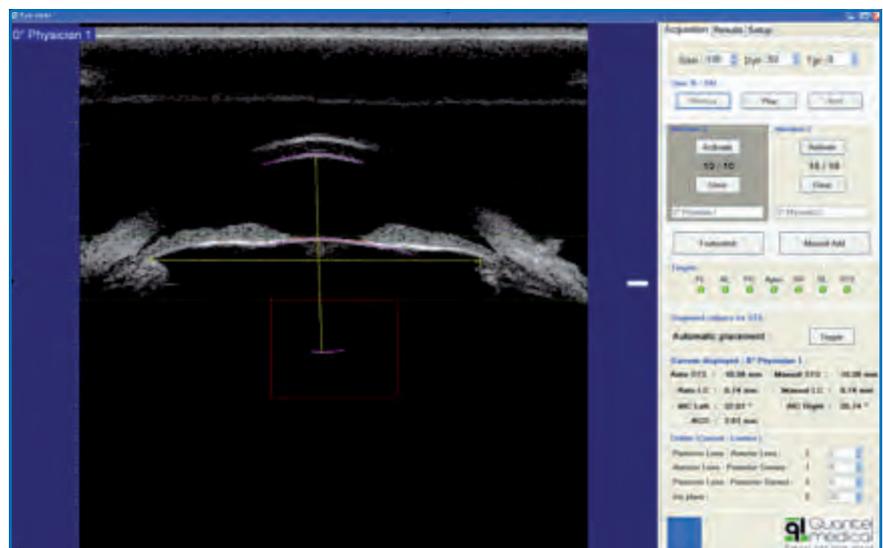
Échographie haute fréquence (Aviso Compaq Touch Quantel).
